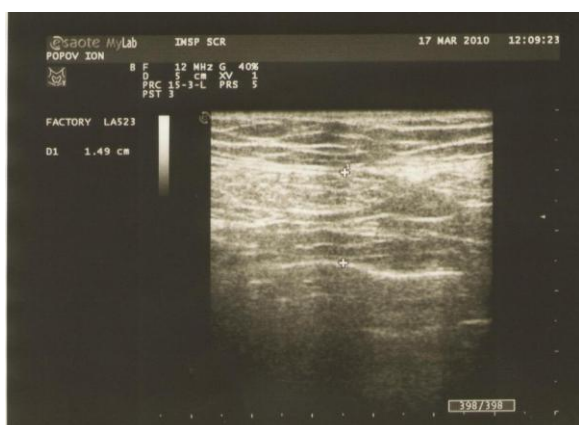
Ecografia regiunii inghinale la pacient cu hernia inghinală directă bilaterale cu alunecare peretelui vezicii urinare
